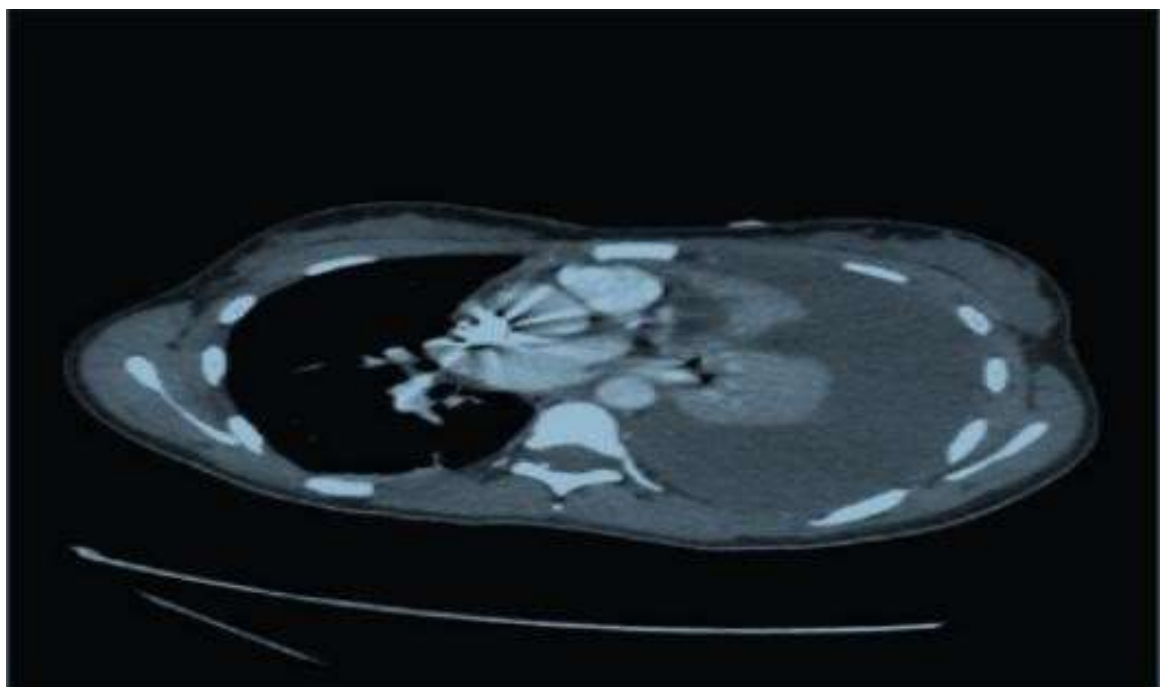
TDM thoracique : épanchement pleural gauche abondant avec atélectasie passive du poumon et refoulement du médiastin [47].
